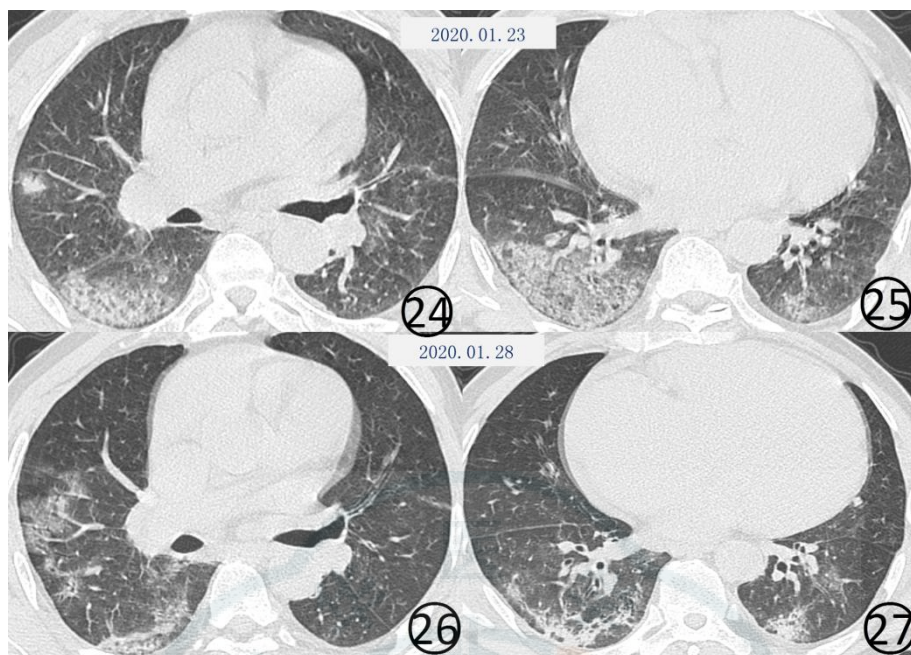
~27 男, 60 岁。首次 (图 24, 25) CT 平扫肺窗显示, 两肺可见大片状磨玻璃阴影, 右肺下叶前段有结节和晕征, 新型冠状病毒核酸检测阴性。5 d 后 (图 26, 27) CT 平扫肺窗显示, 大片磨玻璃阴影有吸收, 但是出现新发的斑片状磨玻璃阴影, 其内有血管增粗, 斜裂局限性增厚, 两下肺有纤维化形成, 其内可见扭曲的细支气管充气征
